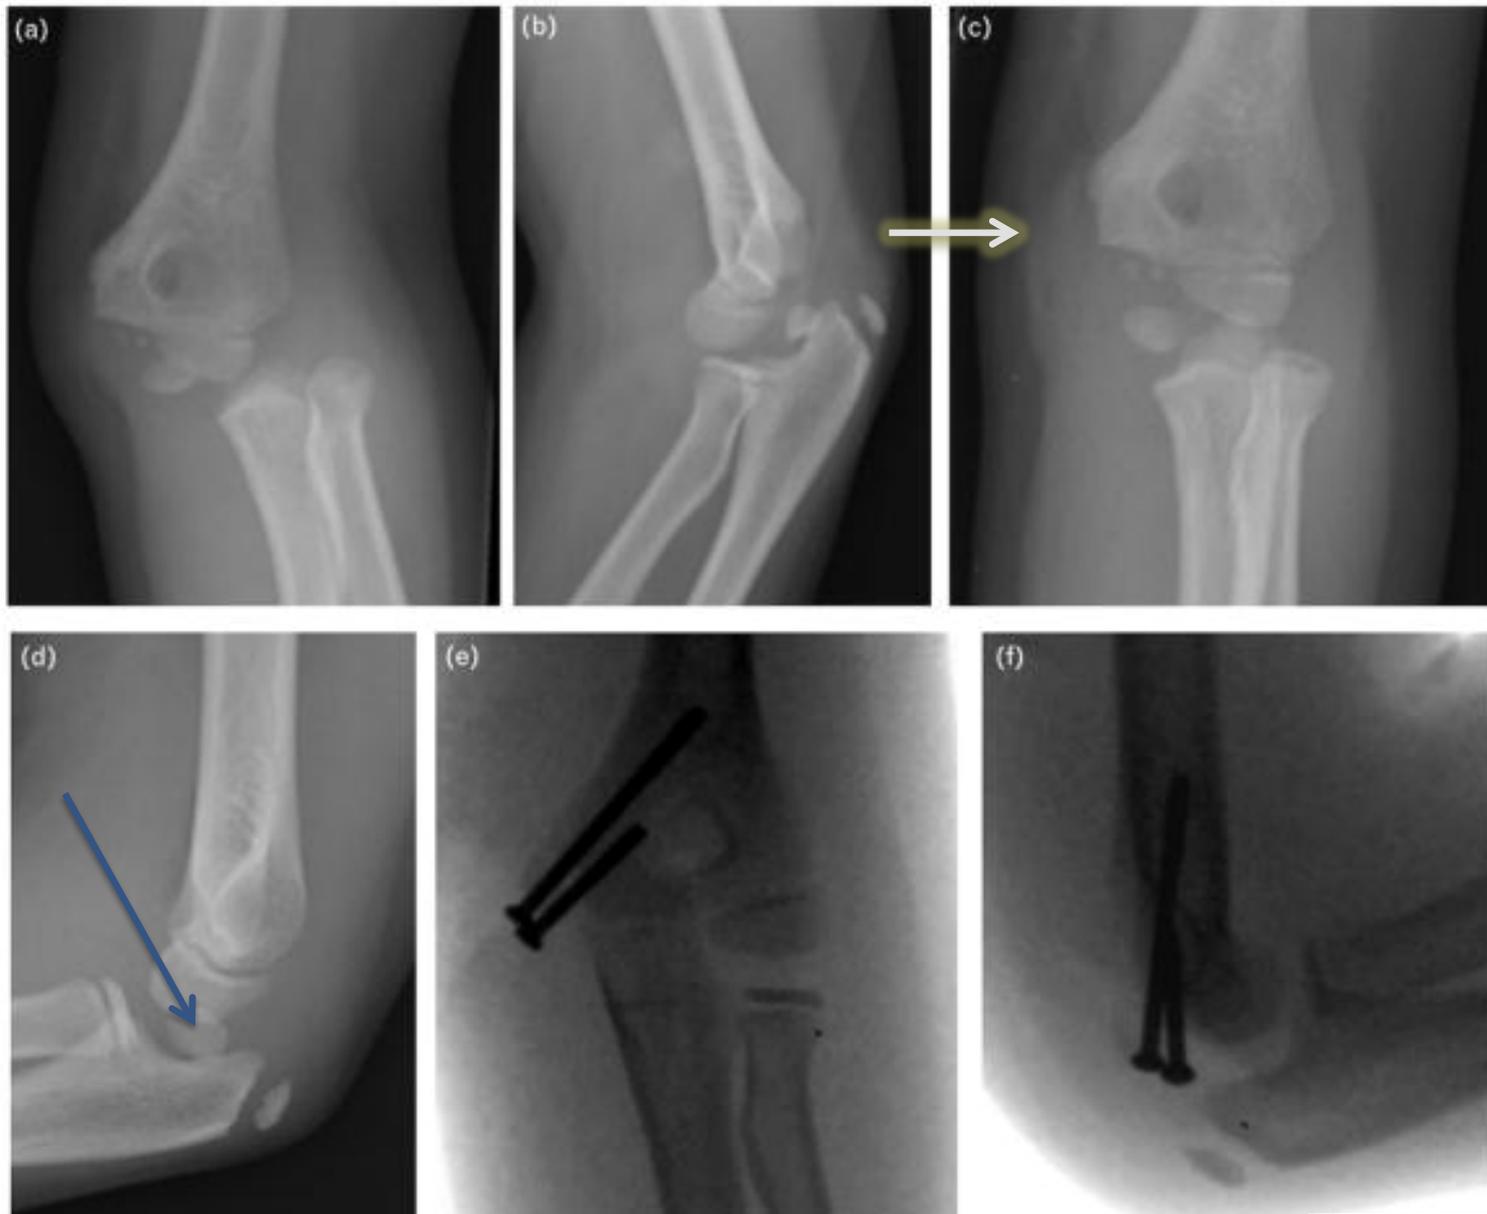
Incarcerated medial epicondyle fracture associated with an elbow dislocation. Elbow dislocation with a displaced medial epicondyle fragment (a and b). After reduction, radiographs demonstrating an incarcerated intra-articular medial epicondyle fragment, which can be mistaken for a trochlear ossification center on the AP (c) and lateral (d) radiographs. Note the absence of the medial epicondyle from its customary location. AP (e) and lateral (f) radiographs demonstrating open reduction and internal fixation, with two cannulated screws, of the medial epicondyle fracture. AP, anteroposterior.
